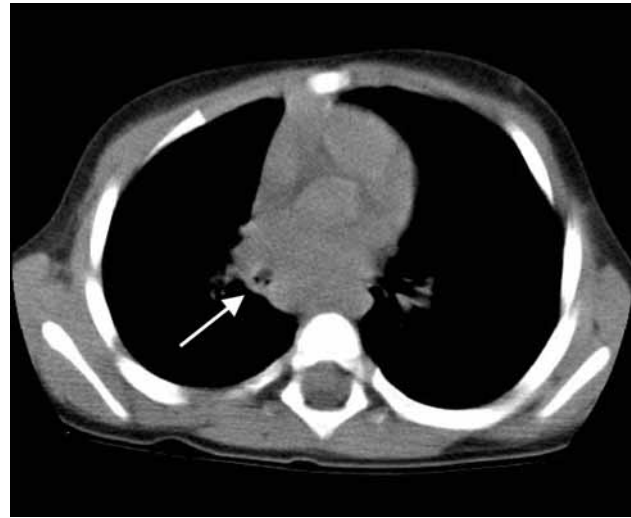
TC torácico. Obstrucción endobronquial a nivel de bronquio intermediario.
